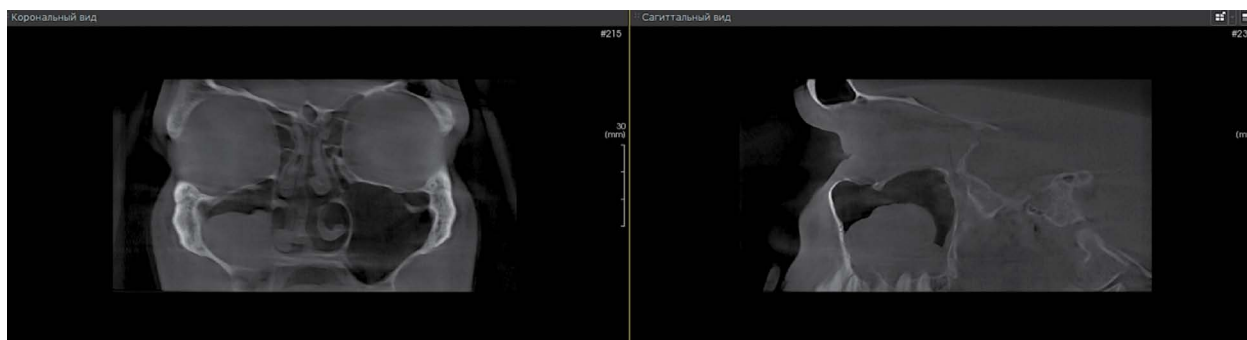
КТ ОНП в корональной и сагиттальной плоскостях. Выраженное куполообразное утолщение слизистой нижней стенки правой верхнечелюстной пазухи
